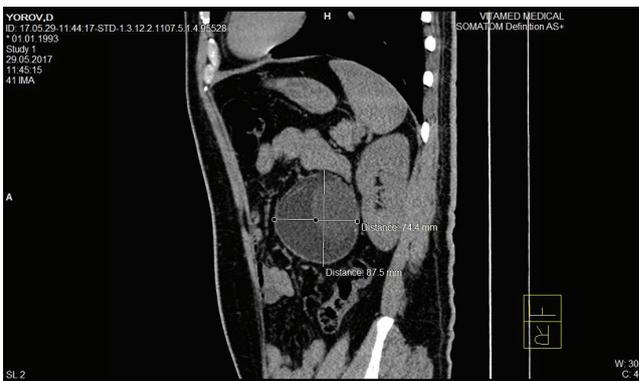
КТ Больной Ё.Д., 1993 г. р. В брюшной полости слева определяется округлой формы инкапсулированное образование.
